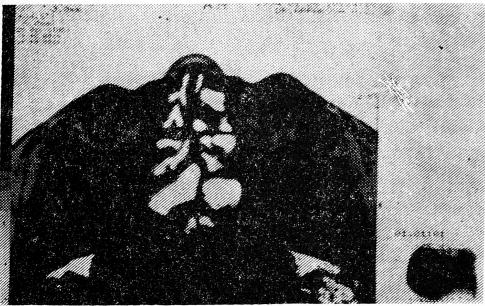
Компьютерная томограмма головы больной Т. от 25.01.1994.
